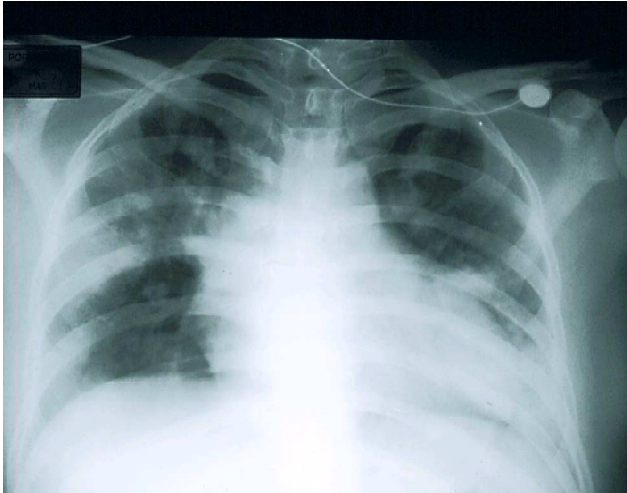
Chest X-ray on admission show moderate to severe cardiomegaly, increased vascular marking and pulmonary edema on both lower lobe.
